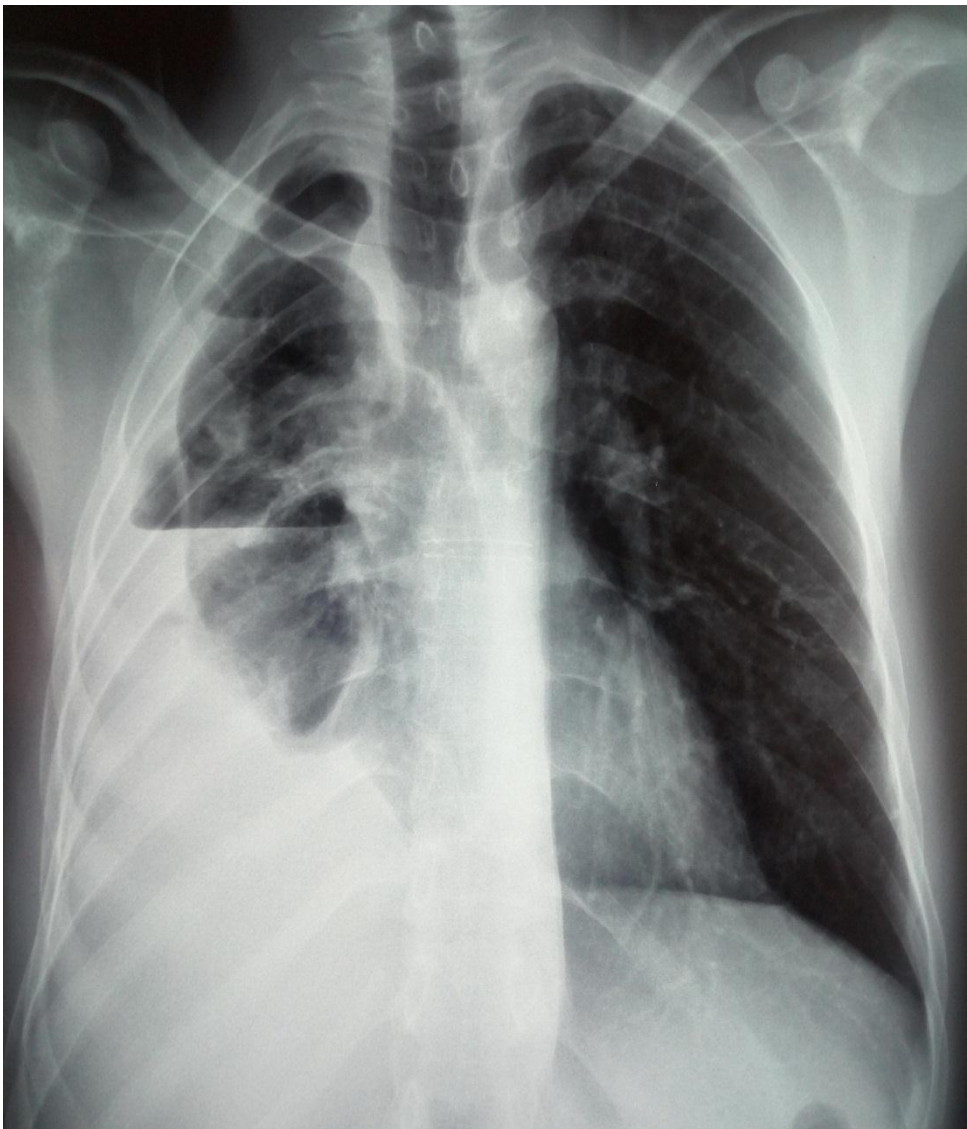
Radiographie thoracique de face montrant une poche pleurale basithoracique droite avec plusieurs niveaux hydro-aériques. L'état du parenchyme pulmonaire sous-jacent est difficilement évaluable.
